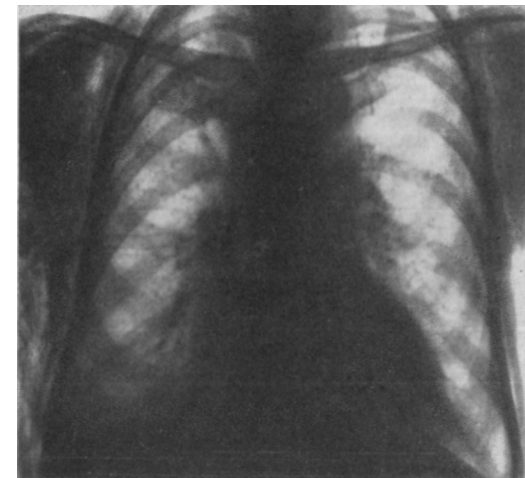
Рентгенограмма больной 3. Устранение пневмоторакса после торакокопии. Дренирование плевральной полости
